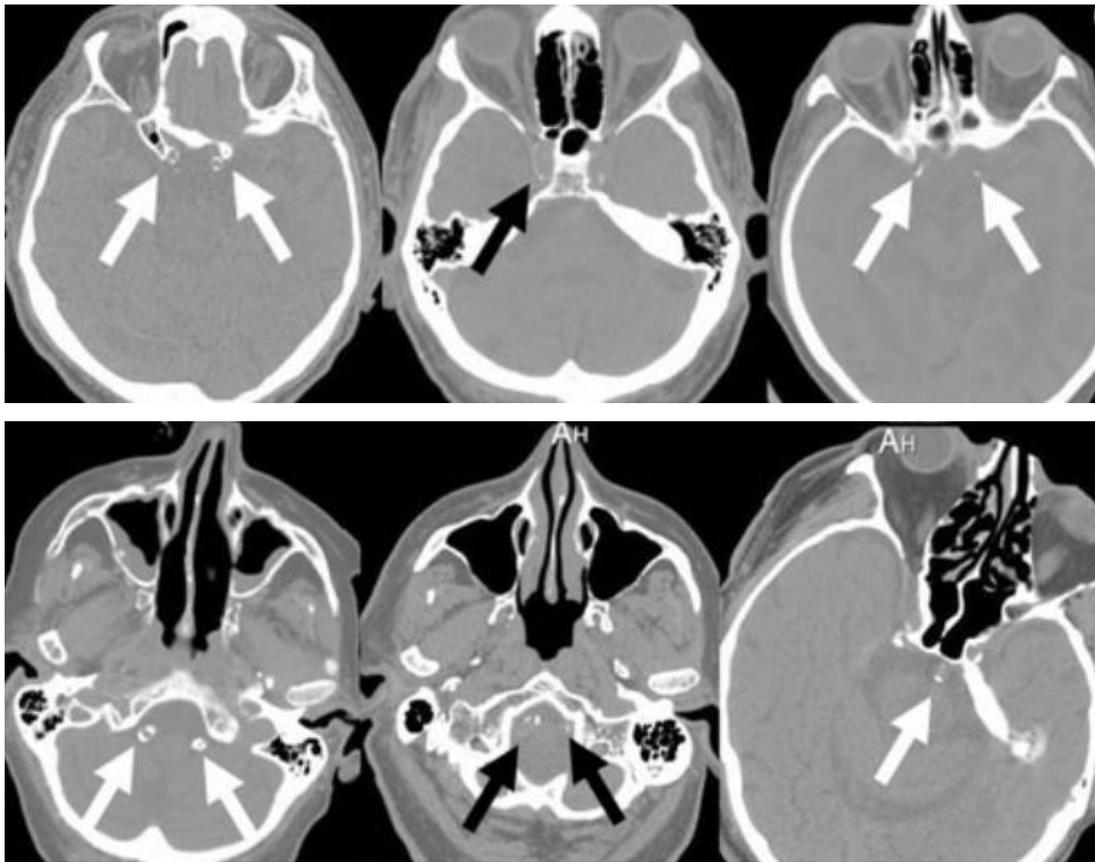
Tomografía contratada de cráneo simple en ventana ósea que muestra calcificaciones en la ACI segmento oftálmico, cavernosos y clinoides las imágenes inferiores calcificaciones en la circulación posterior. (16)
